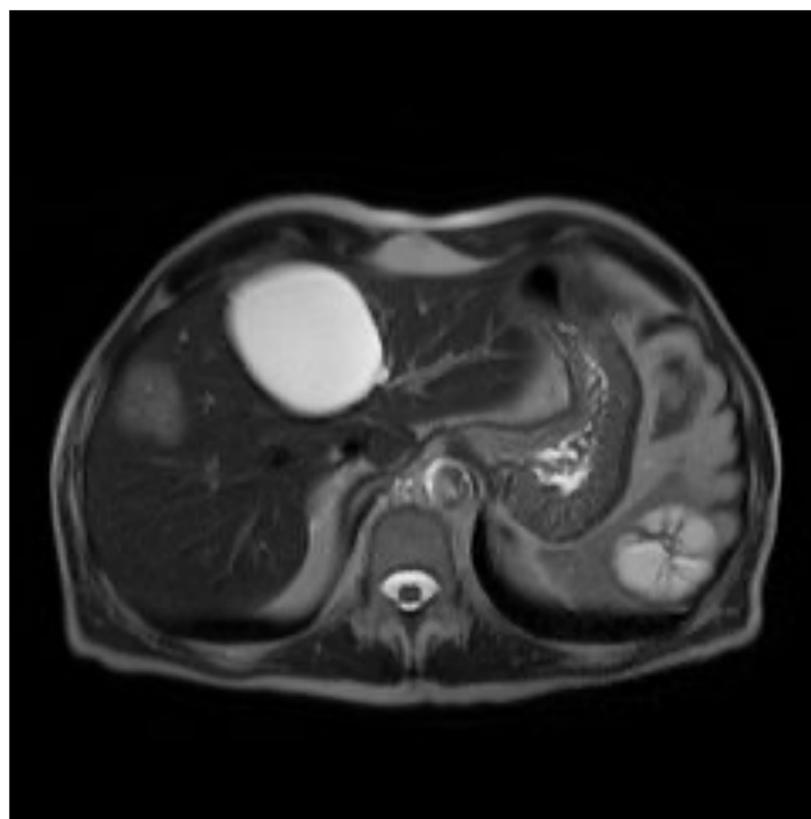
RM abdominal del mismo paciente anterior. T2 axiales y DWI.
